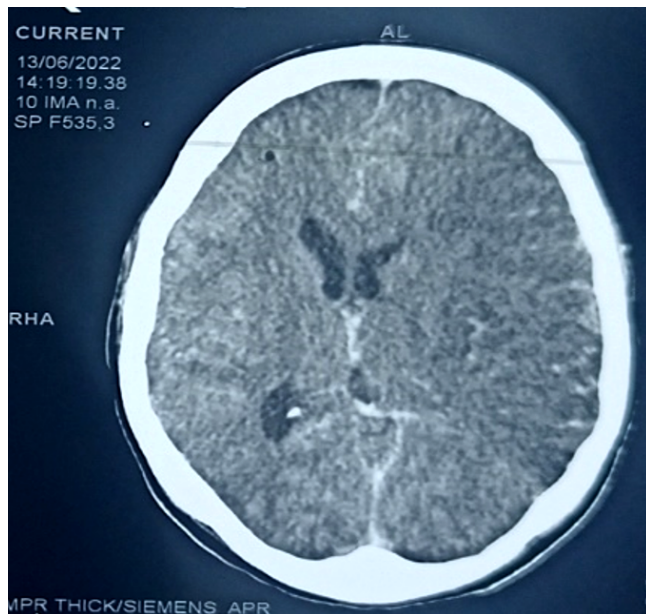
TDM crâno-cérébrale après injection de produit de contraste : rehaussement gyriforme en doigt de gant de la large plage d'hypodensité hémisphérique gauche, avec un effet de masse sur le ventricule latéral homolatéral collabé ainsi que la faux du cerveau qui est déviée à droite de 1 cm, et un effacement des sillons en regard de la lésion
